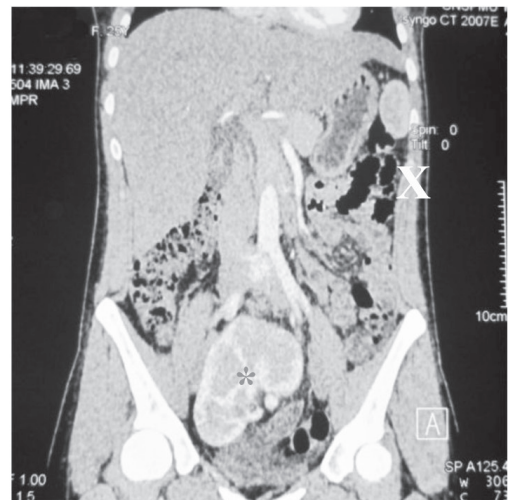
Tomografie computerizată 3D cu angiografie (proiecție frontală): agenezia rinichiului stâng (X) și ectopie pelvi-ană a rinichiului controlateral în formă de „potcoavă„ (*).
